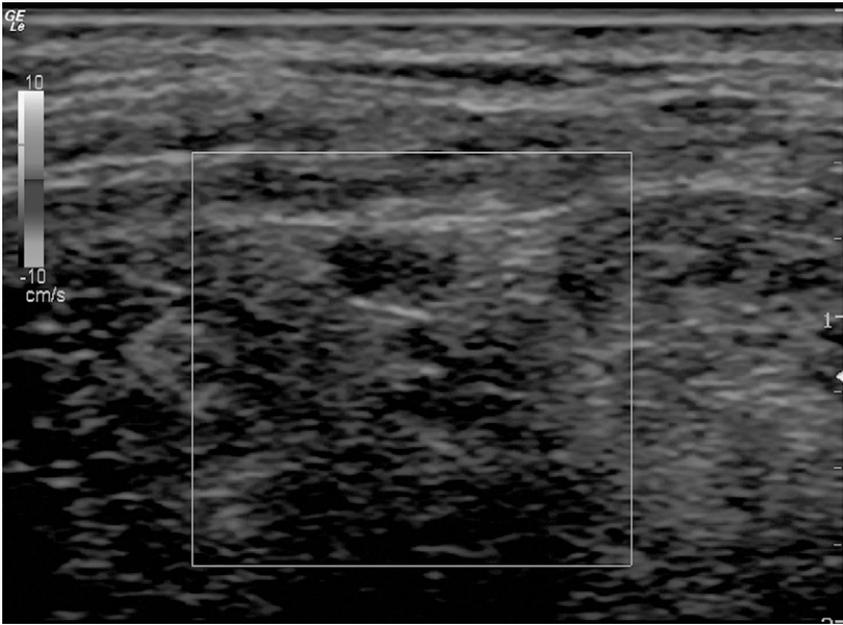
Proyección interescalénica, imagen de ecografía Doppler.
